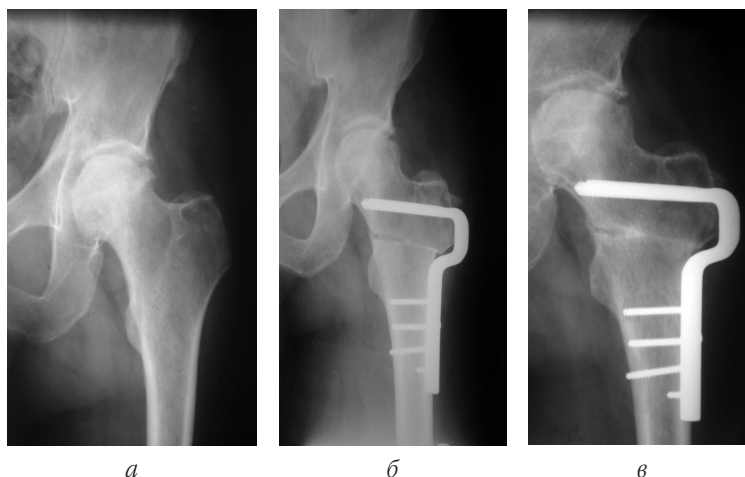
Рентгенограми лівого кульшового суглоба *хв-го П., 50 років:*
